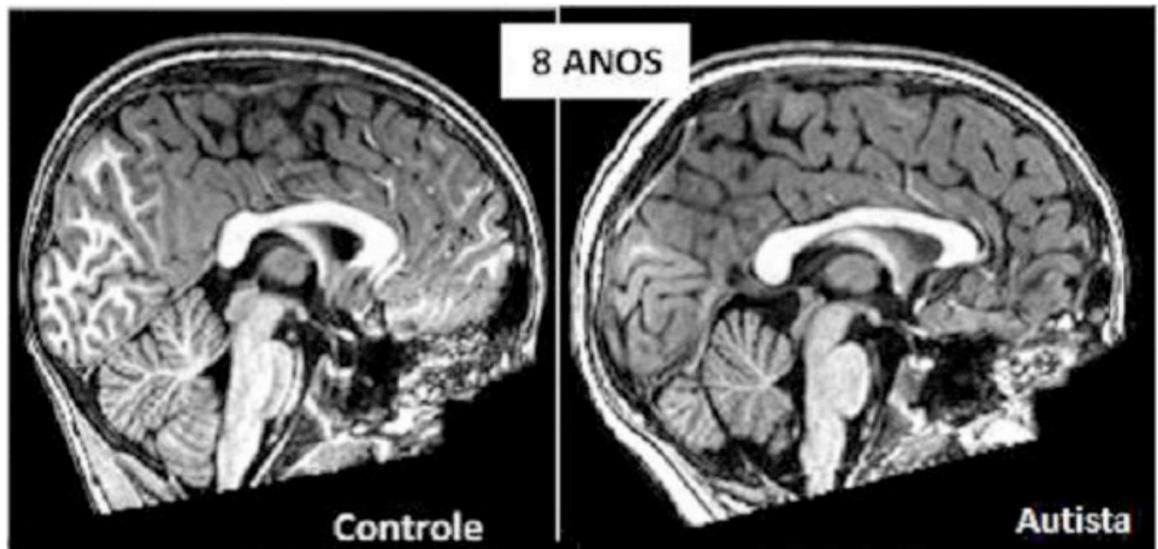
Observação de cortes sagitais medianos centralizados de RM anatômica de indivíduos controle e autista com 8 anos.
